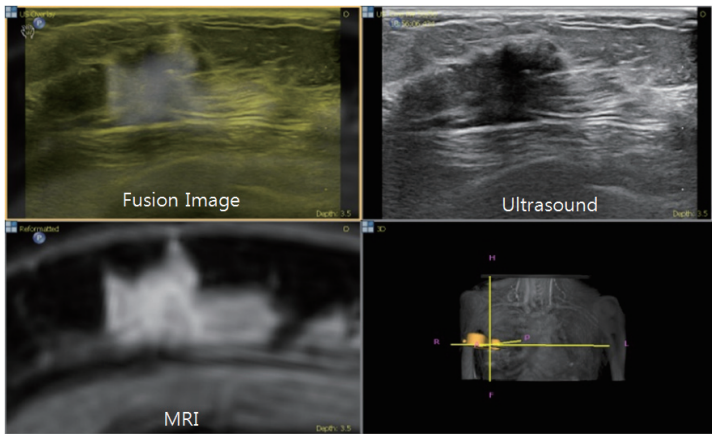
MRI Navigated Ultrasound
